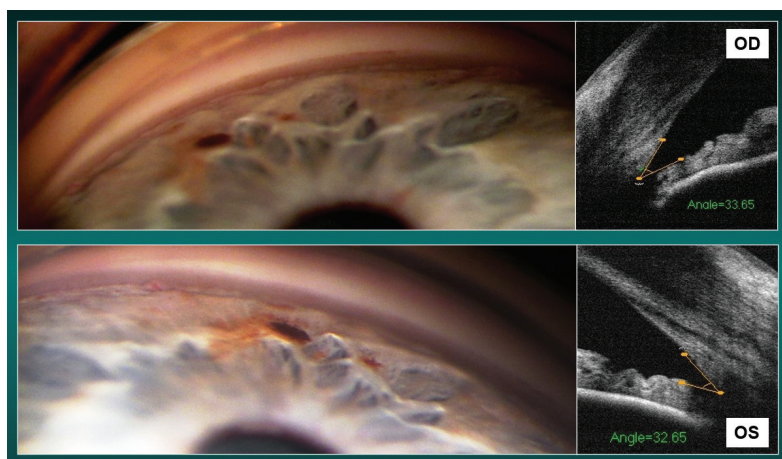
Гониоскопическая картина и оптическая когерентная томография угла передней камеры пациента Н.
